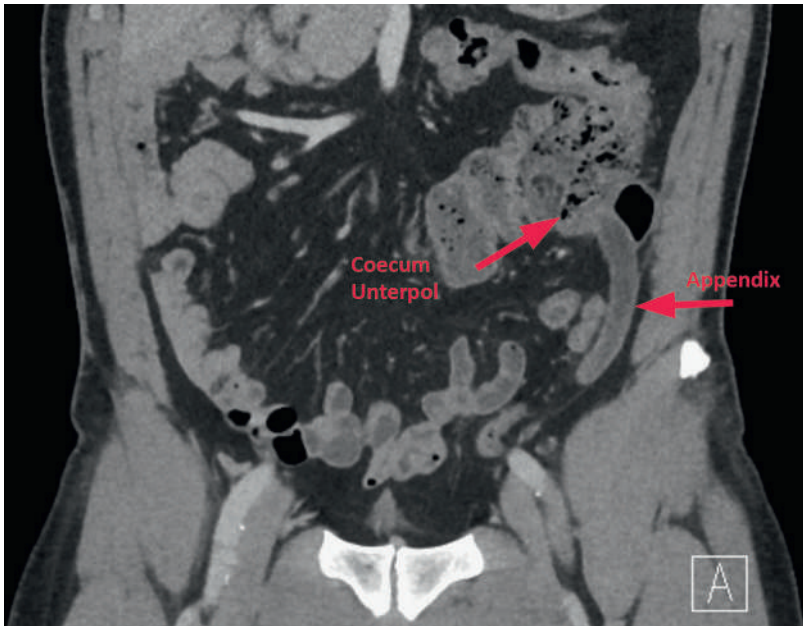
CT Abdomen mit i.v. Kontrastmittel.
